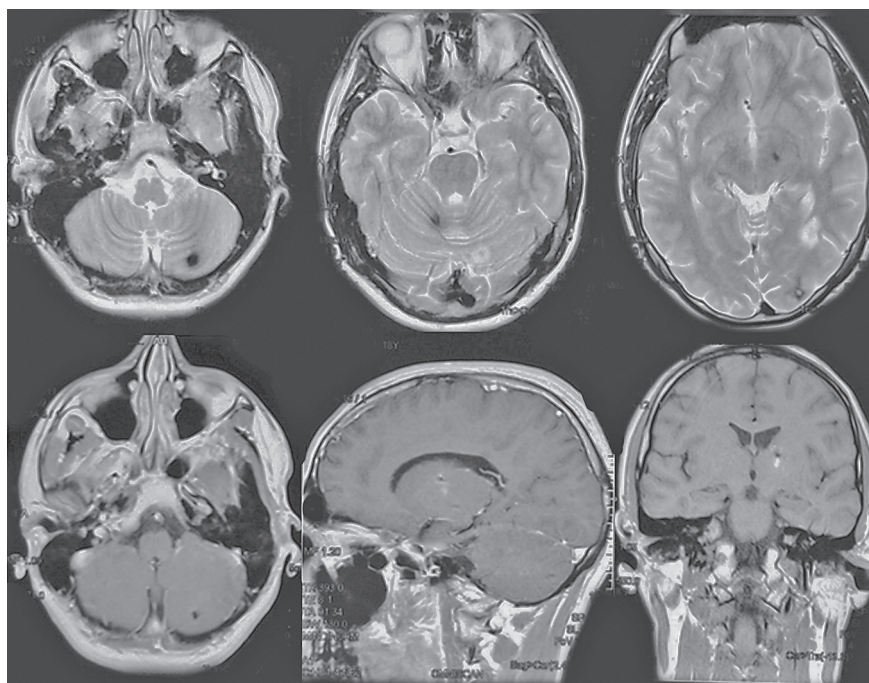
Признаки отрицательной динамики в виде появления новых кавернозных мальформаций на МРТ, 2011 г.
